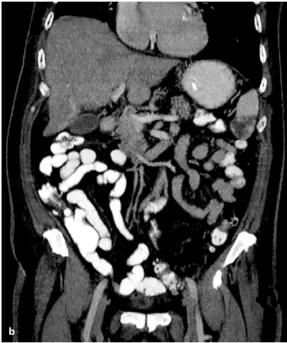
a, b. Milzinfarkt, CT mit i.v. Kontrastmittel. Scharf begrenzte, hypodense Läsion in a axialer und b koronarer Ebene am unteren Milzpol
